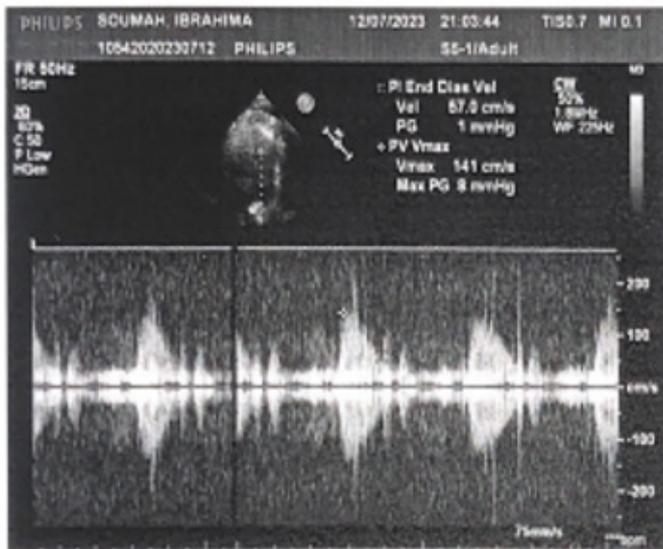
Echographie doppler cardiaque
